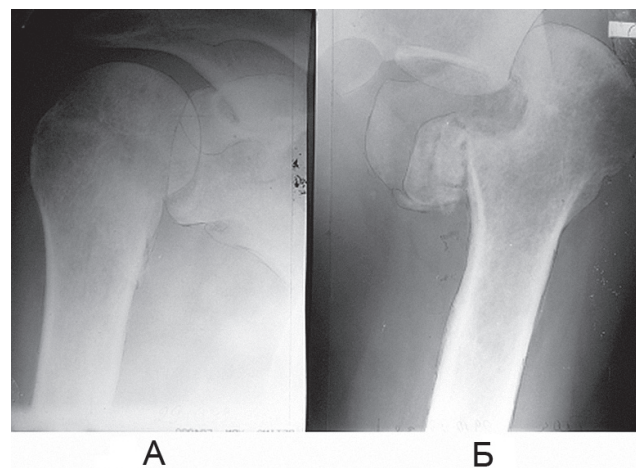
Рентгенограммы плечевого сустава больного Т., 32 года, импрессионно-оскольчатый задний переломовывих правого плечевого сустава. Условные обозначения: А – прямая проекция; Б – в эполетной укладке
